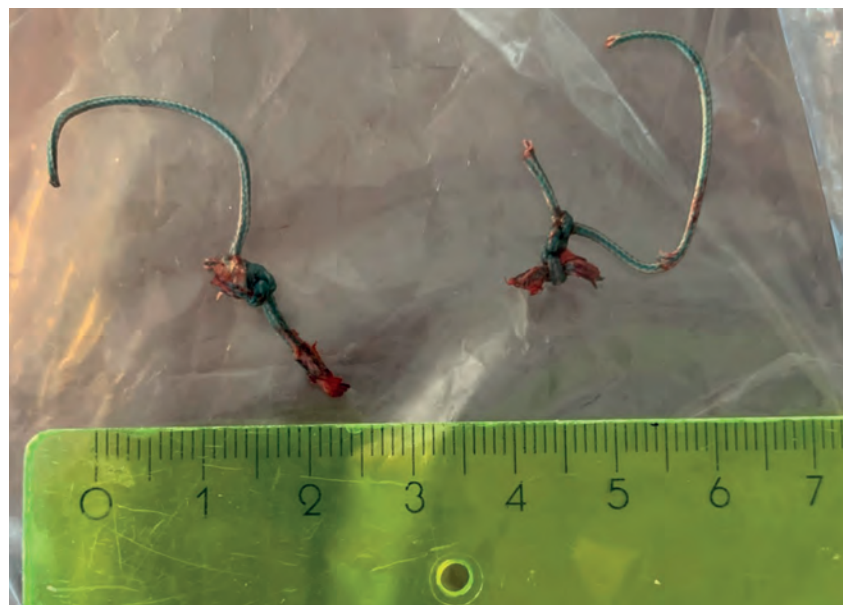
Заподозренная при УЗИ дренажная трубка оказалась шовным материалом
